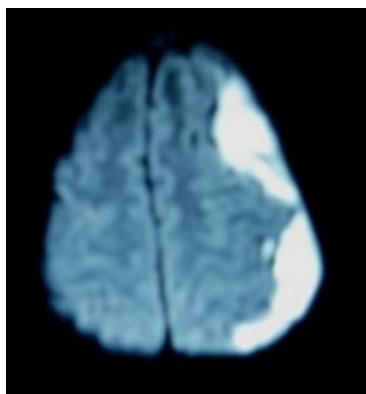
IRM cérébrale séquence diffusion : hypersignal fronto pariétal gauche en faveur d'une collection abcédée
